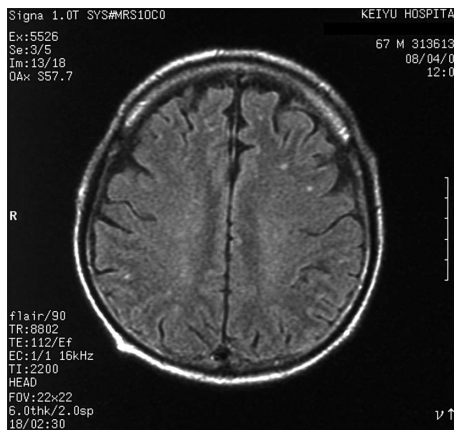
Brain MRI (after): The number of high intensity areas is decreased.
